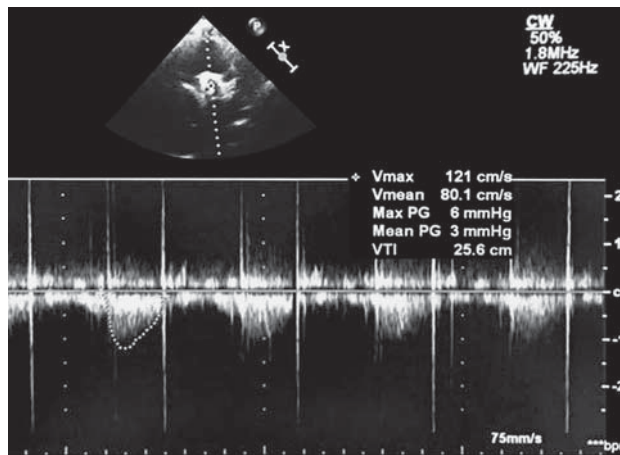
УЗ-изображение, чреспищеводная эхокардиография после оперативной коррекции, градиент на протезе (максимальный – 6 мм рт.ст., средний – 3 мм рт.ст.).
